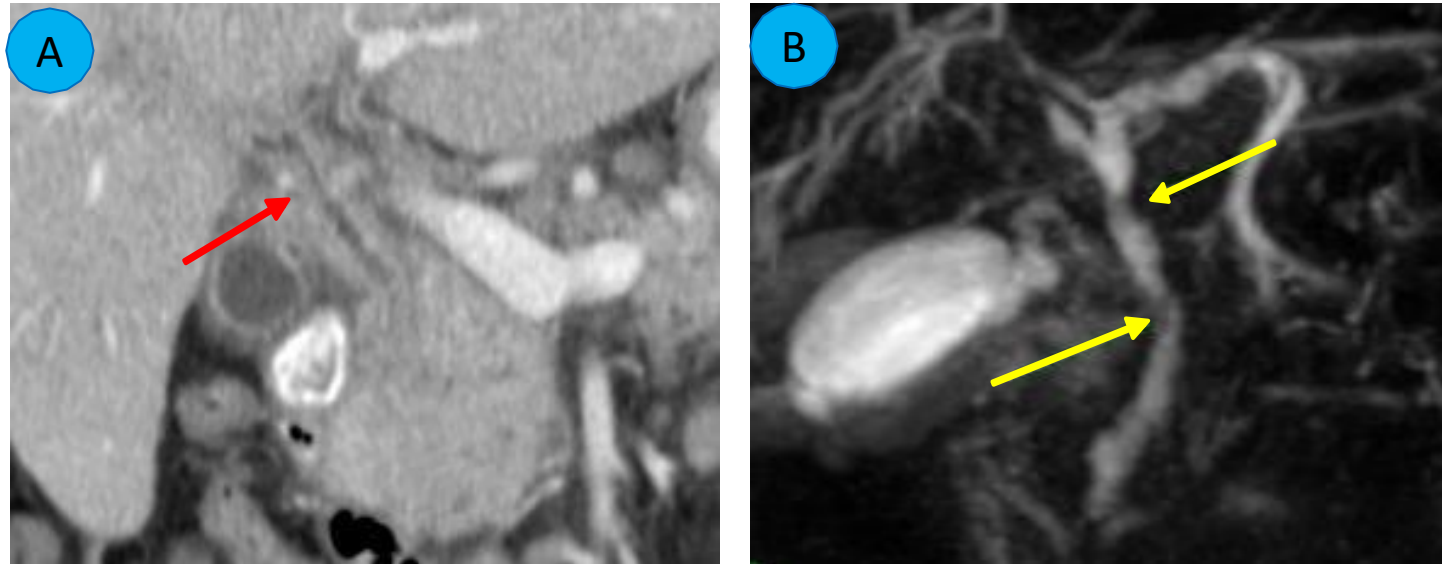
A. TC: estenosis segmentaria del colédoco medio asociado a engrosamiento mural de aproximadamente 10 mm (flecha roja); B. RMCP: estenosis segmentarias largas y lisas (flechas amarillas) sin una masa dominante.
